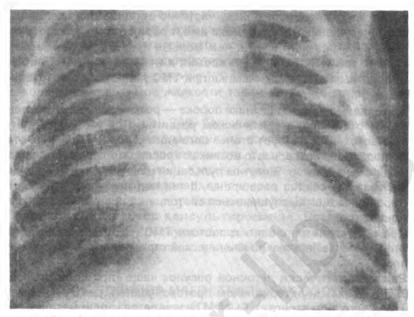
Рентгенограмма органов грудной клетки у ребенка возраста 1 мес. с транспозицией магистральных сосудов (форма тени сердца в виде «яйца, лежащего на боку»; сосудистый рисунок легких обогащен)
